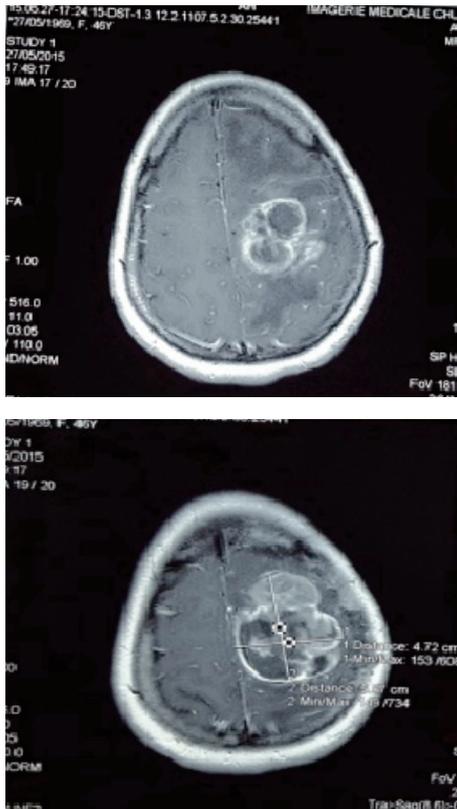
IRM coronale T1 sans et avec injection pré op objectifé une formation intra parenchymateuse rolandique gauche de 17 x 24 mm entourée d'un œdème péri lésionnel important
